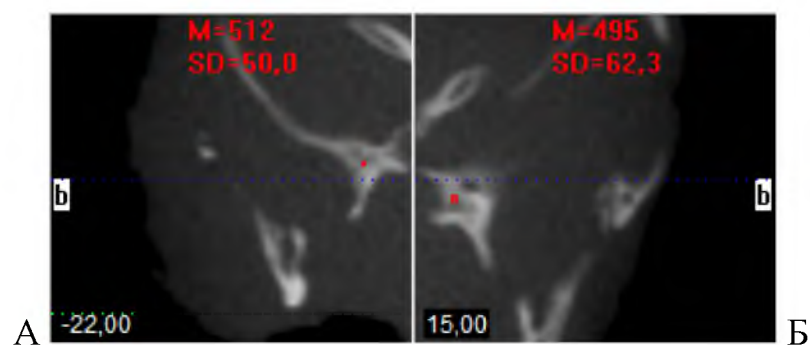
Щільність правої (А) і лівої (Б) виличних кісток плода 320,0 мм ТПД. Томограма. Сагітальні зрізи
